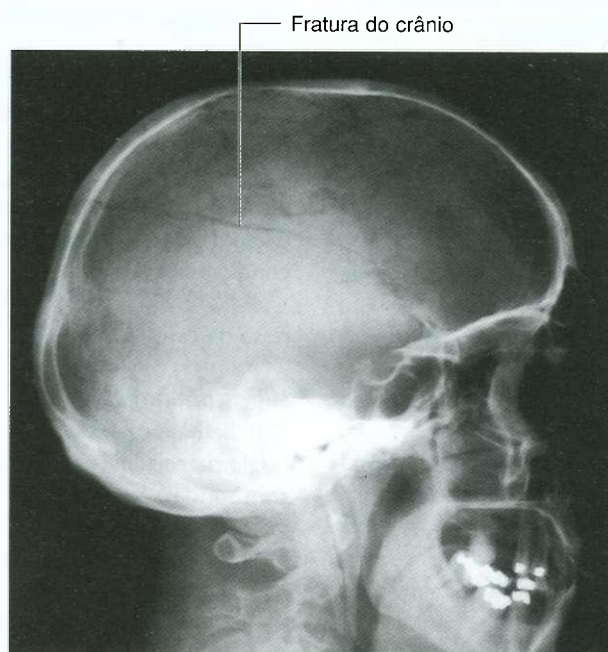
Fratura do crânio vista numa radiografia.
